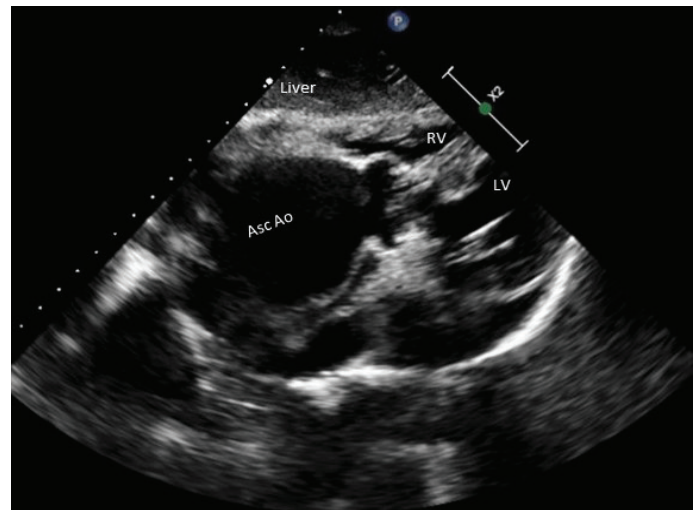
Transthoracic echocardiogram (TTE), subcostal view showing the ascending aorta aneurysm. Asc Ao= ascending aorta, LV= left ventricle, RV= right ventricle
